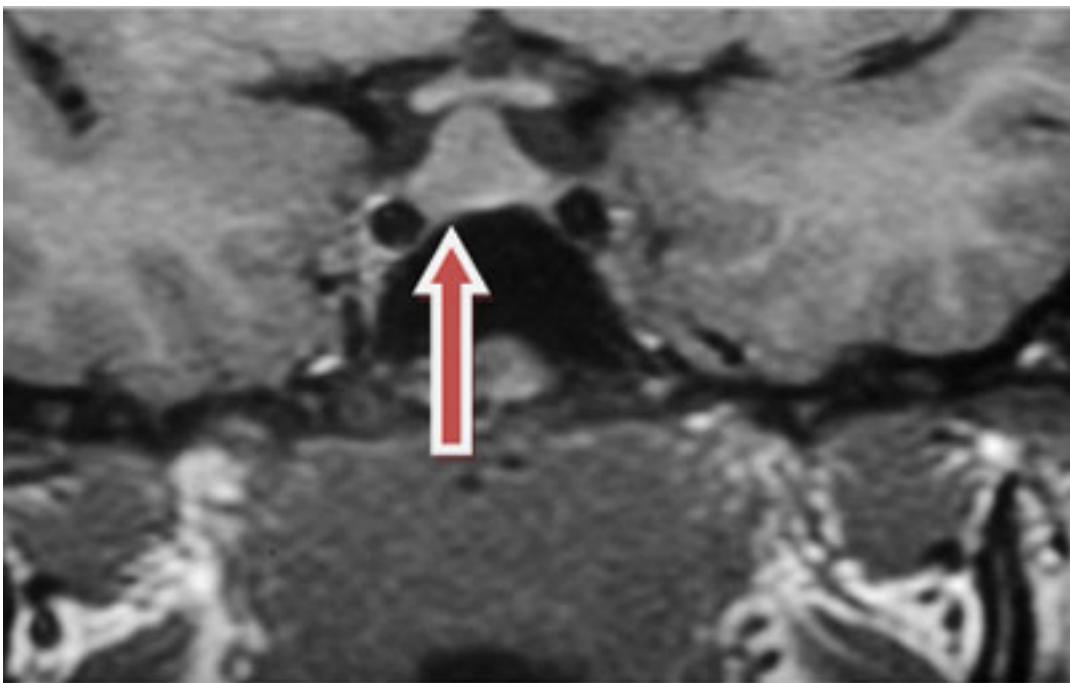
Ressonância nuclear magnética (RNM) mostrando macroprolactinoma
